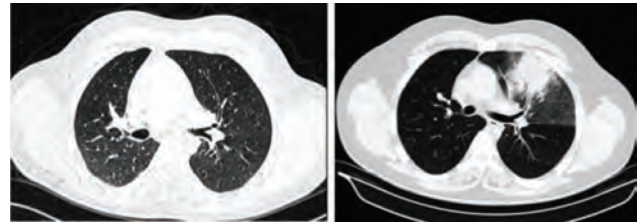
Thorax CT of the patient before pulmonary intervention (on the left) and after pulmonary intervention with reperfusion lung injury and localized pulmonary edema (on the right).
